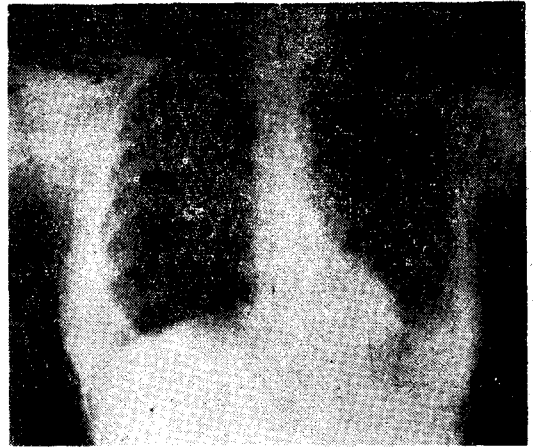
Chest roentgenogram of the case of unilateral hyperlucent lung syndrome, lt.
